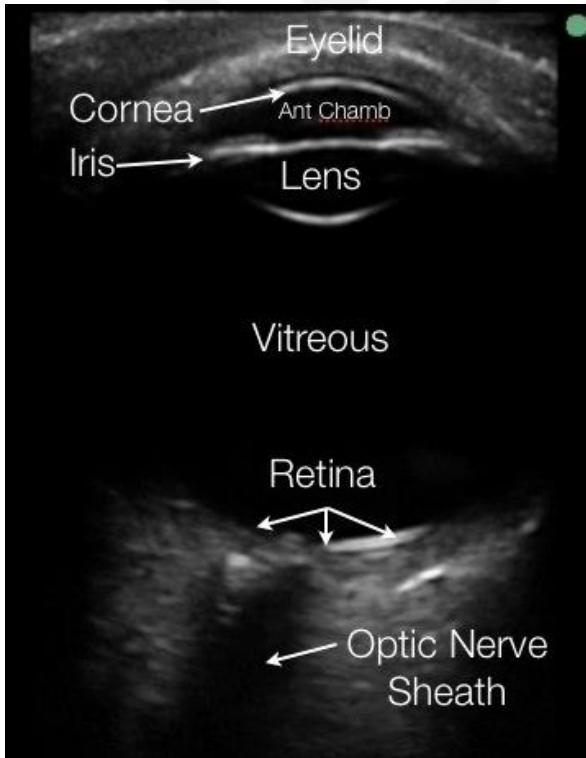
Göz USG Yöntemi (70)
